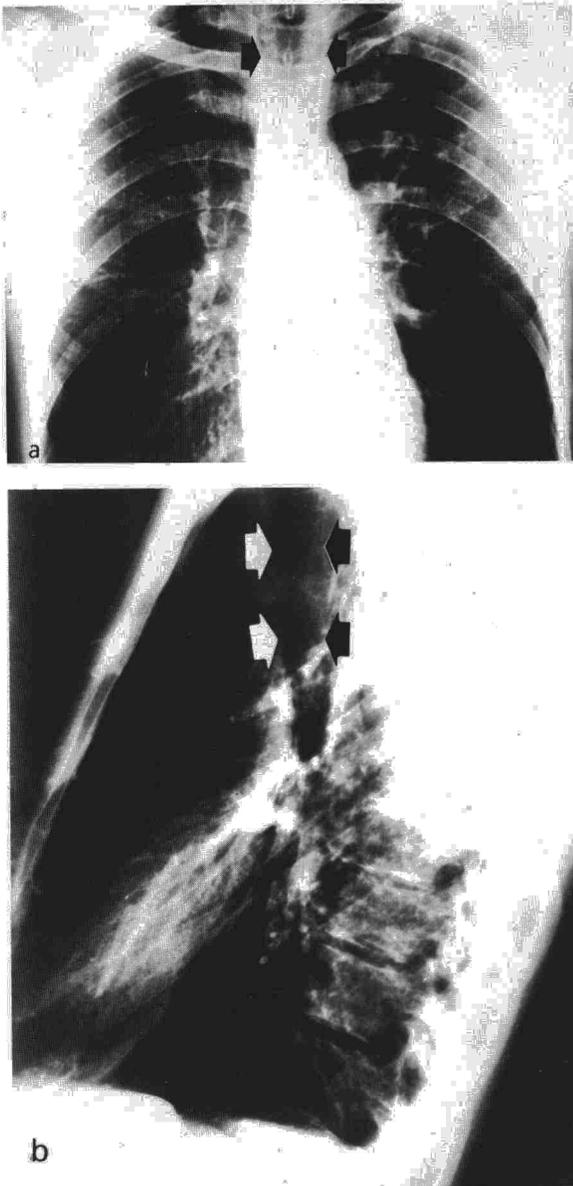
Radiografía de tórax: a) posteroanterior: aumento del diámetro traqueal señalado por flechas; b) lateral: aumento del diámetro traqueal señalado por flechas.
